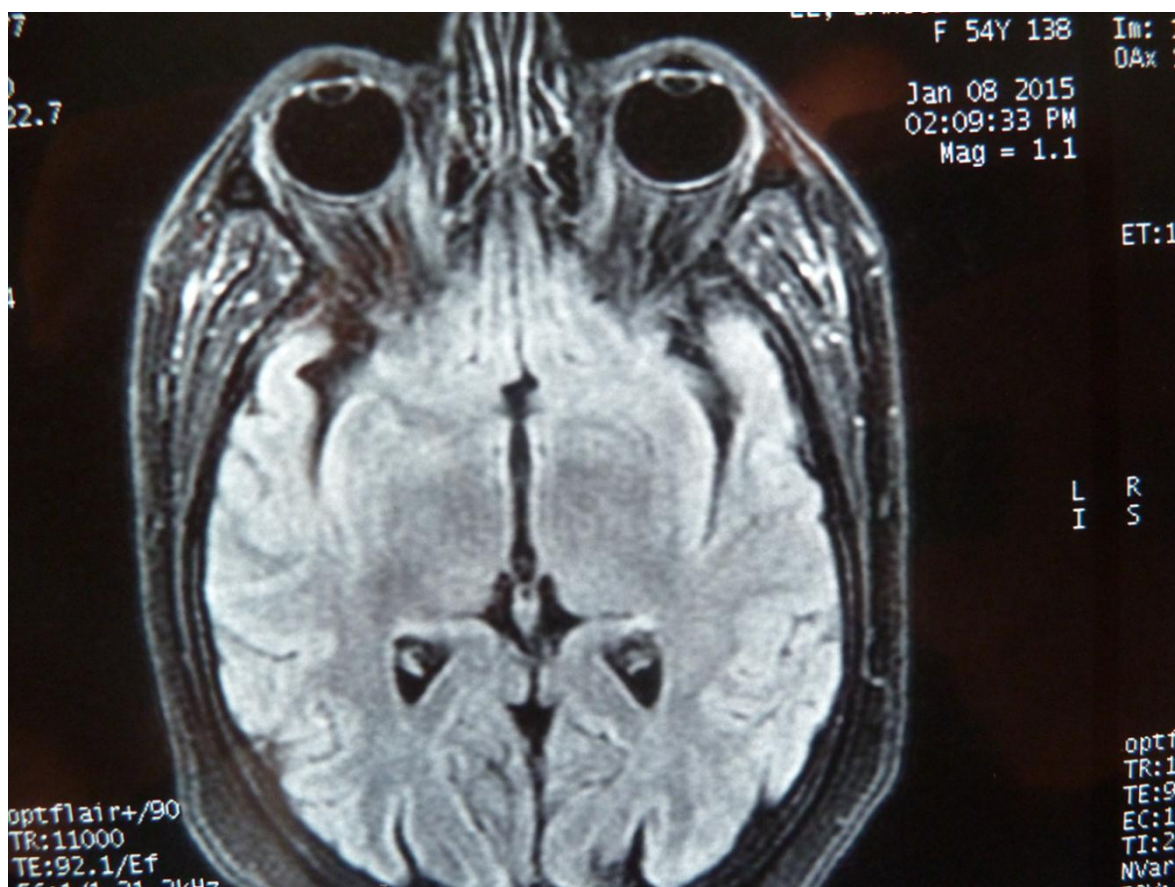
Coupe axiale d'IRM cérébrale en séquence T1 montrant une dilatation des gaines péri-optiques bilatérales. (Service d'ophtalmologie, Hôpital Militaire Moulay Ismail)
